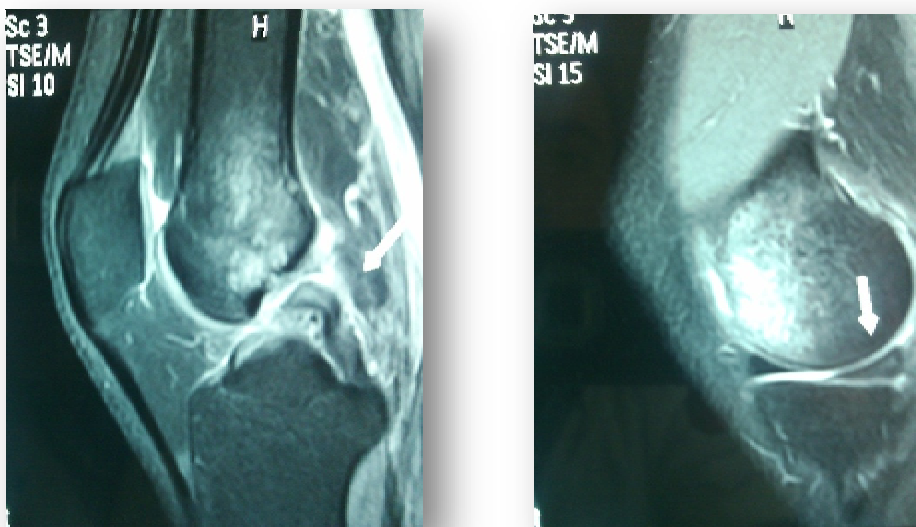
coupe d'IRM montrant lésion de LCP
